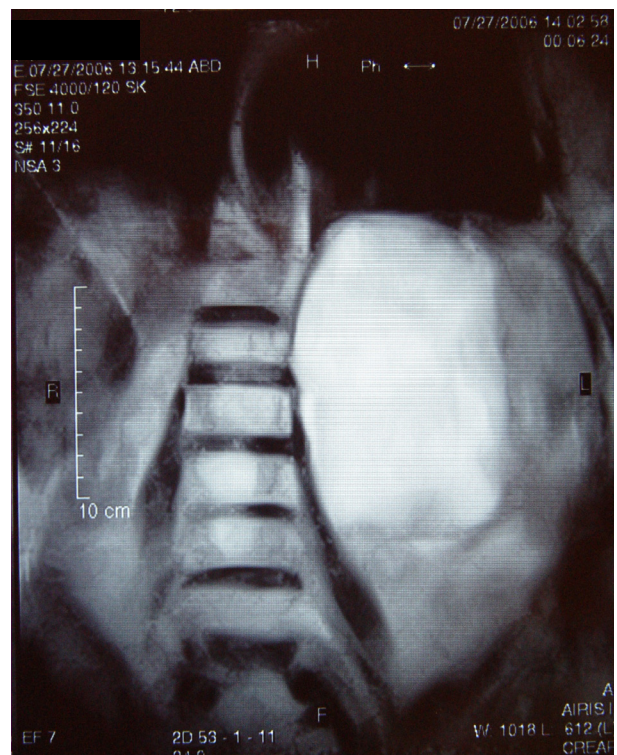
RMN-abdominal – imagem coronal mostrando a extensão do tumor
